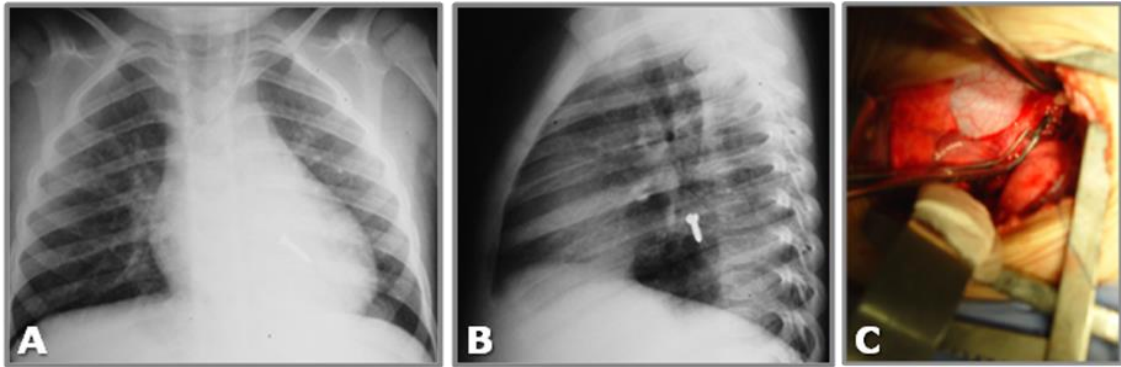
Radiografia de criança que aspirou um parafuso, visto no brônquio do lobo inferior esquerdo ao PA (A) e perfil (B), não passível de retirada sem a broncotomia (C).
